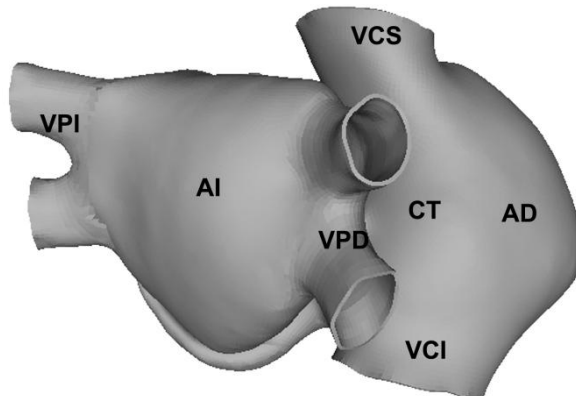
A) Vista anterior y B) posterior del modelo 3D de aurícula humana, conformado por aurícula derecha (AD), aurícula izquierda (AI), uniones interauriculares como el haz de Bachmann (HB) y anillo de la fosa oval (FO), músculos pectíneos (MPs), fosa oval (FO), cresta terminal (CT), apéndice derecho (AAD) e izquierdo (AAI), seno coronario (SC), venas pulmonares derechas (VPD) e izquierdas (VPI), venas cava superior (VCS) e inferior (VCI), istmo cavotricuspidé (ICT) y orificios para la válvula tricúspide (VT) y mitral (VM). Adicionalmente, se definió una zona cercana a la vena cava superior donde se delimitó el NSA.
